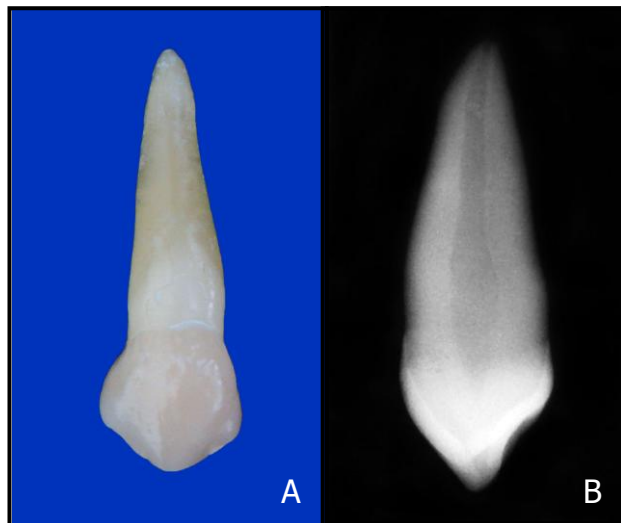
A- Canino Superior; B- Radiografia periapical no sentido próximo-proximal para seleção do dente.
